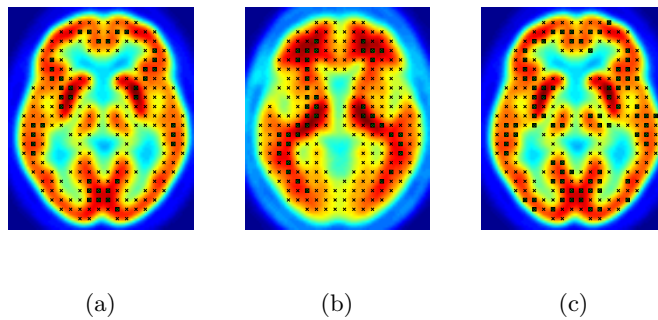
Base de datos FDG-PIB. ARs pintadas como cuadrados en los cortes coronales para un $minsup, minconf=100\%$ para la base de datos PET: a) FDG, b) PIB, c) FDG más PIB (sobre una imagen media FDG de los controles). Grupo AD-NOR
